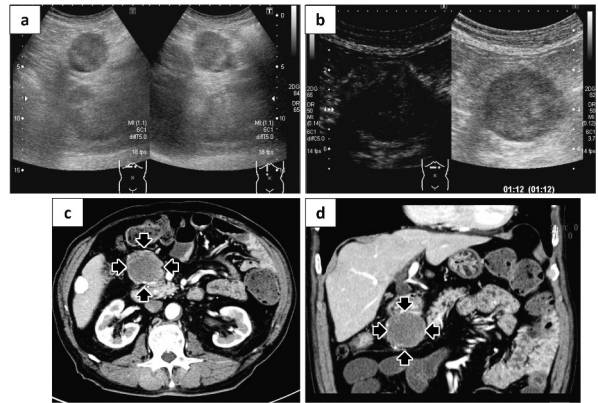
腹部超音波検査・CT検査（膵頭部周囲リンパ節）
